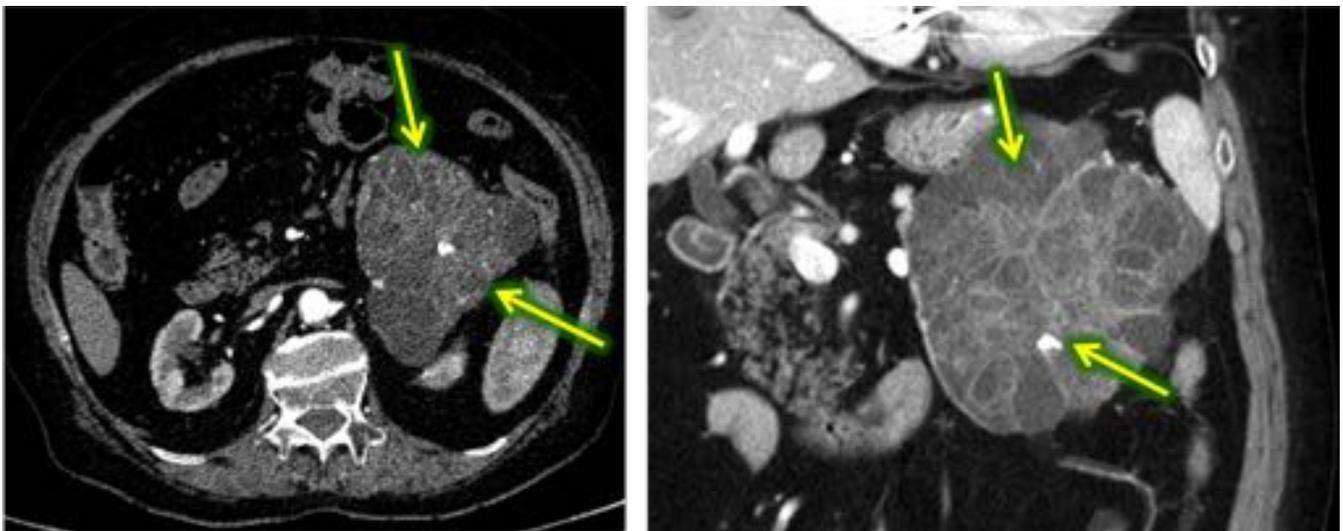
Mujer de 79 años con antecedentes de cardiopatía isquémica con hallazgo incidental en ecografía solicitada por dolor hipogástrico de una lesión quística. En la TC, se observa una lesión de 11 cm microquística en la cola pancreática con una cicatriz central y calcificaciones compatible con cistoadenoma seroso. Cirugía: Esplenopancreatectomía distal con AP: Cistodenoama seroso pancreático.
